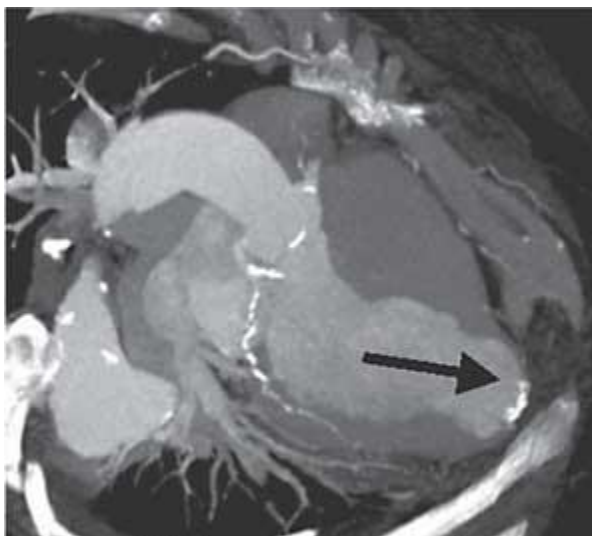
МСКТ серця. Аневризма в ділянці верхівки лівого шлуночка, кальциноз коронарних артерій
